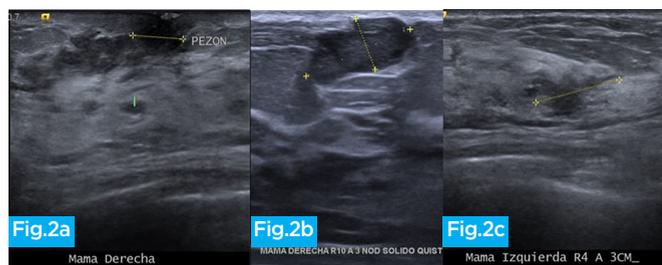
Ecografía 2D. Dilatación ductal retroareolar derecha con componente sólido endoluminal
